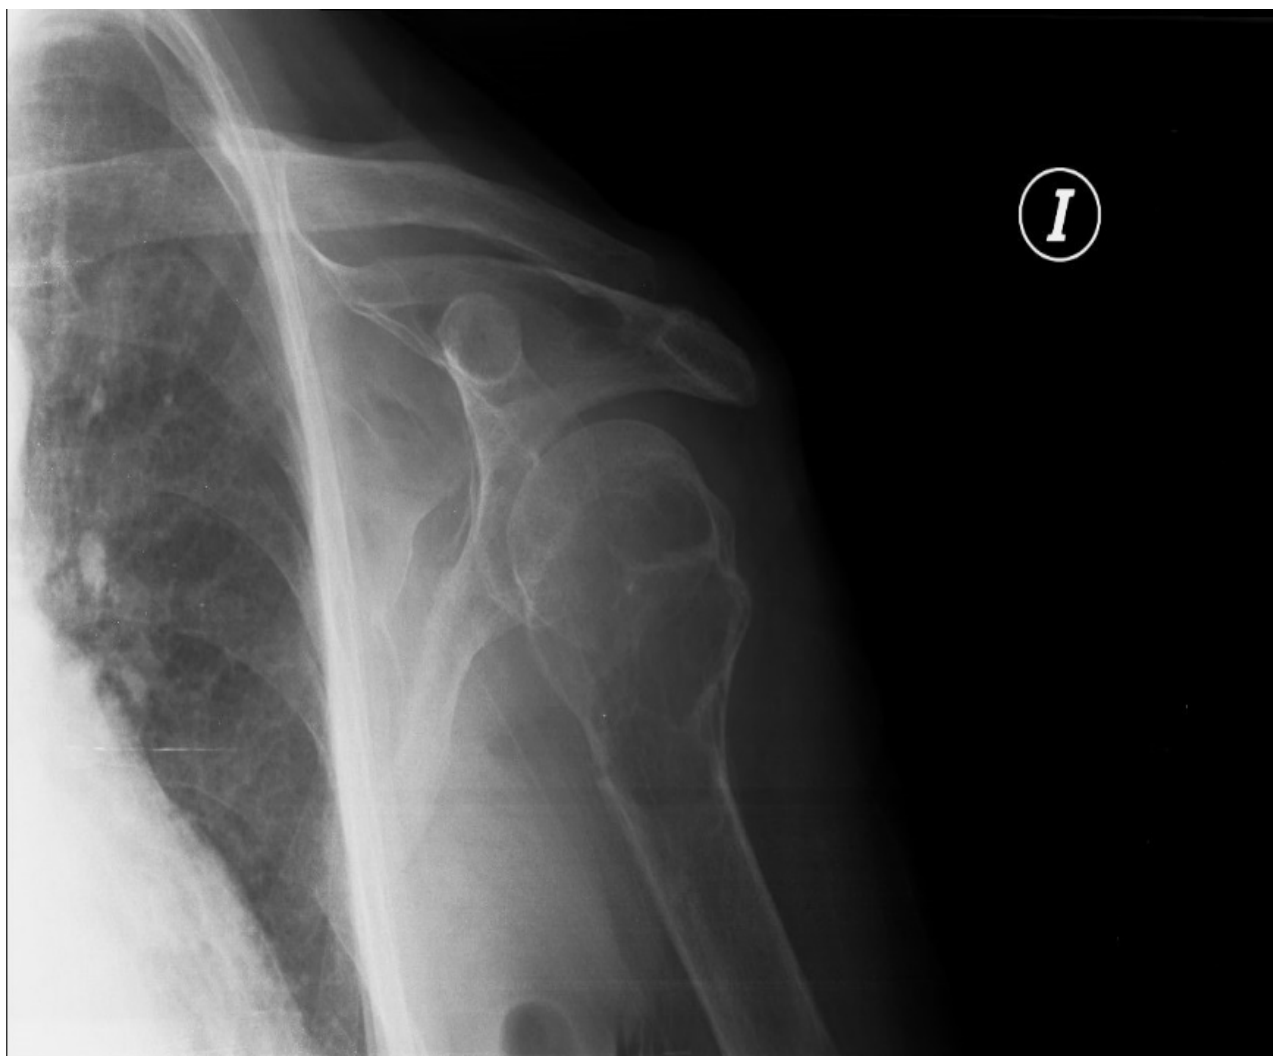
Radiografía postero-anterior de hombro izquierdo. Osteítis fibrosante quística: se pueden observar las lesiones quísticas “en sacabocados” en el extremo proximal humeral con solución de continuidad en la cortical media compatible con fractura ósea.
